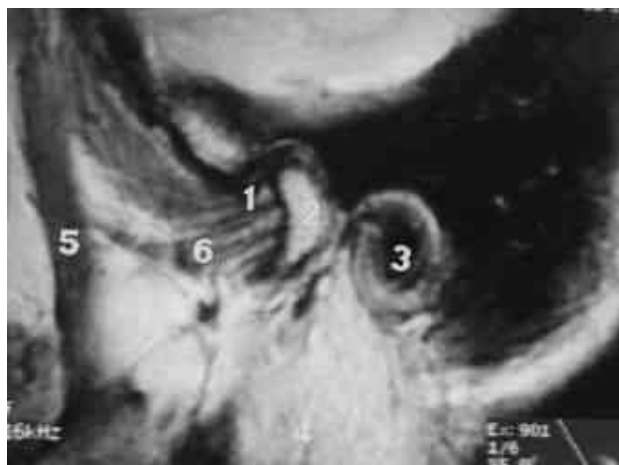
Image caractéristique de coupe sagittale en IRM.
